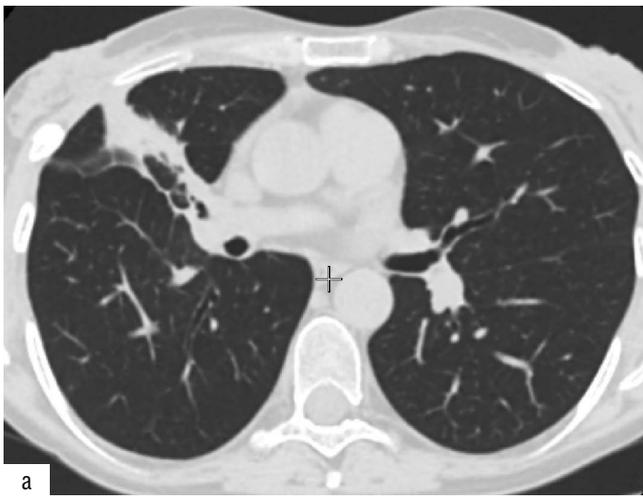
КТ органов грудной клетки (июль 2019 г., через 6 месяцев после начала лечения РТМ). На аксиальном (а) и сагиттальном (б) срезах виден участок фиброза на месте определявшегося ранее фокуса с крупной полостью в правом легком
